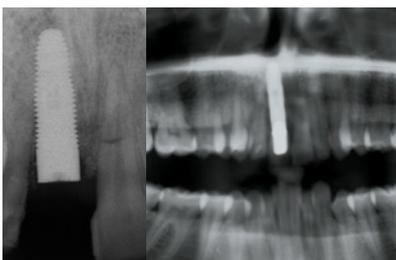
a Radiografia ad avvenuta esposizione.
